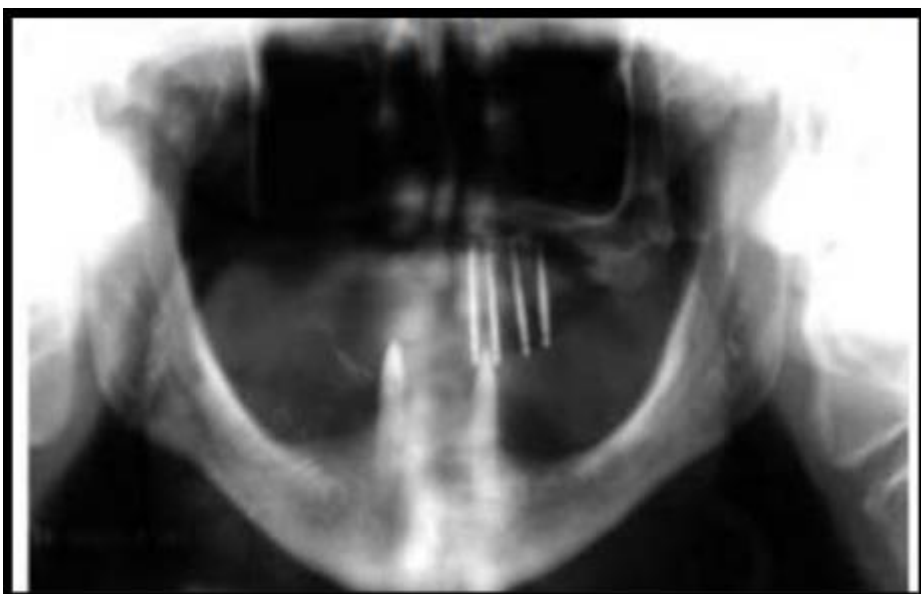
Radiografía panorámica que muestra mini implantes en el maxilar. ⁷³
